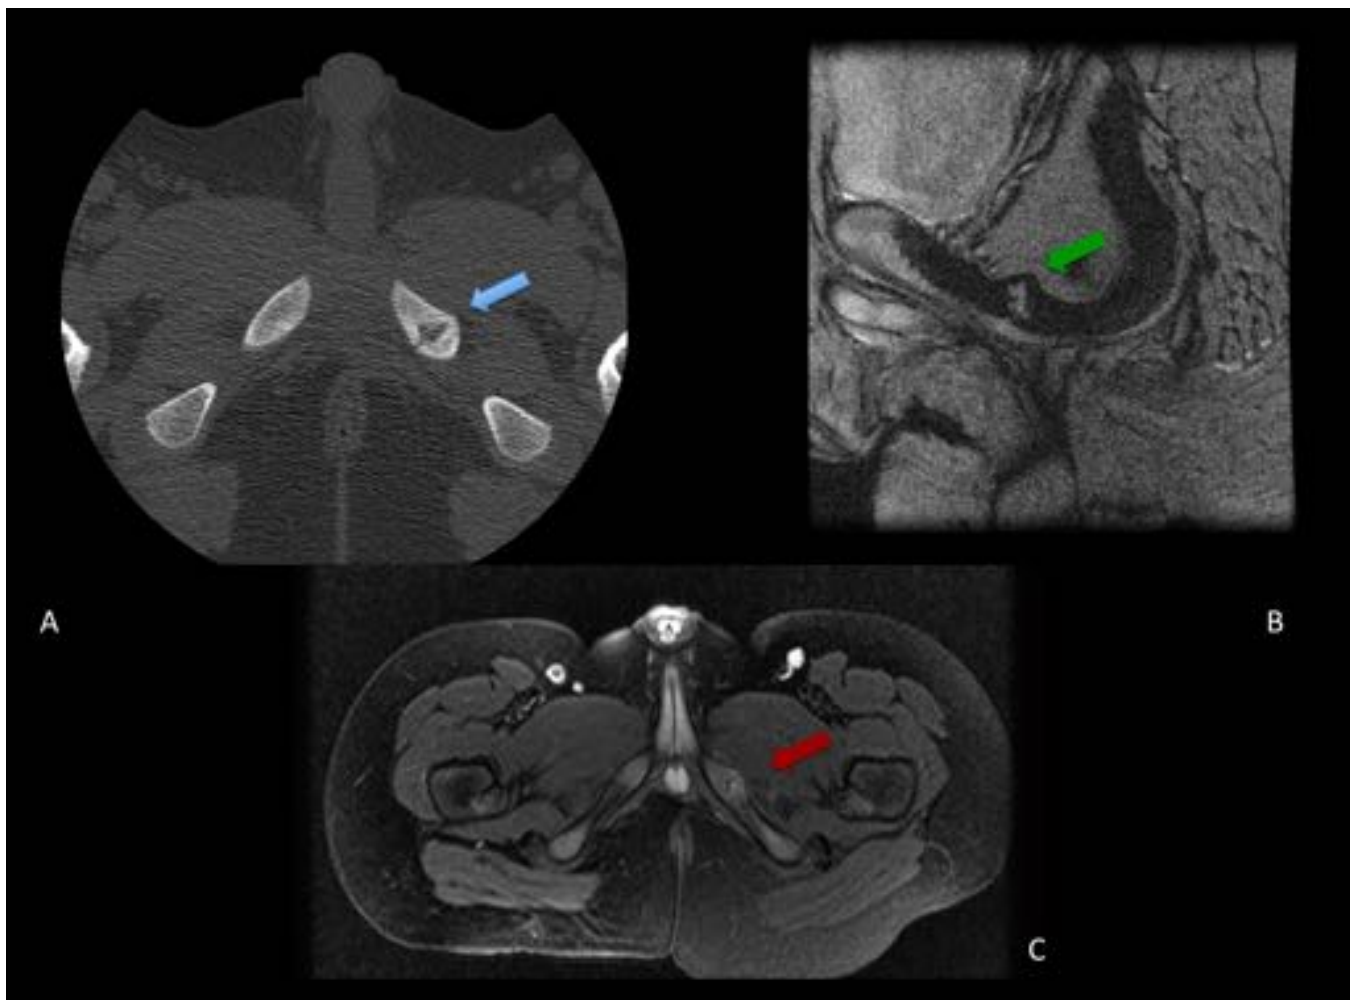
Osteocondrosis ischiopubiana (de Van Neck). Varón de 6 años con dolor en cadera izda al correr. A. TC axial: Línea de bordes irregulares con engrosamiento de los extremos óseos en el tercio medio de la rama isquiopubiana izda (flecha azul). B. Gradiente T2 oblicuo. C. DP FS axial: Discreto edema de los márgenes óseos.
